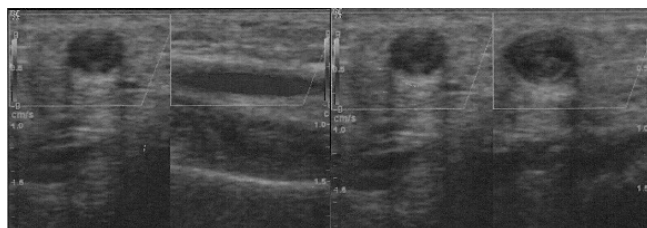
Ultrassom-doppler da artéria ulnar. No terço médio do antebraço (A) encontrava-se dilatada e com paredes espessadas, porém com fluxo presente e no terço distal (B) havia material ecogênico no interior (trombo) e ausência de fluxo.
